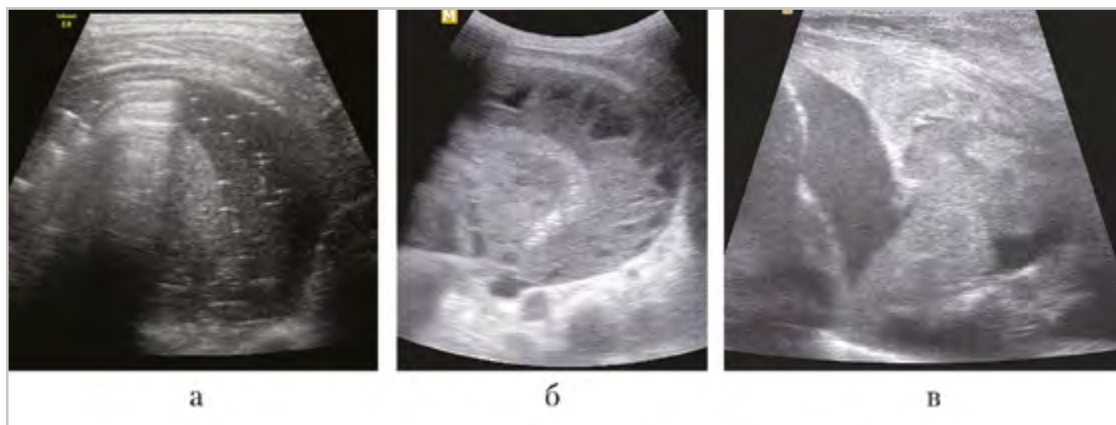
УЗИ в В-режиме: гетерогенное содержимое в плевральной полости: *а* — пиопневмоторакс у ребенка с деструктивной пневмонией; *б* — пиоторакс у ребенка с деструктивной пневмонией; *в* — свернувшийся гемоторакс у новорожденного с геморрагическим синдромом
